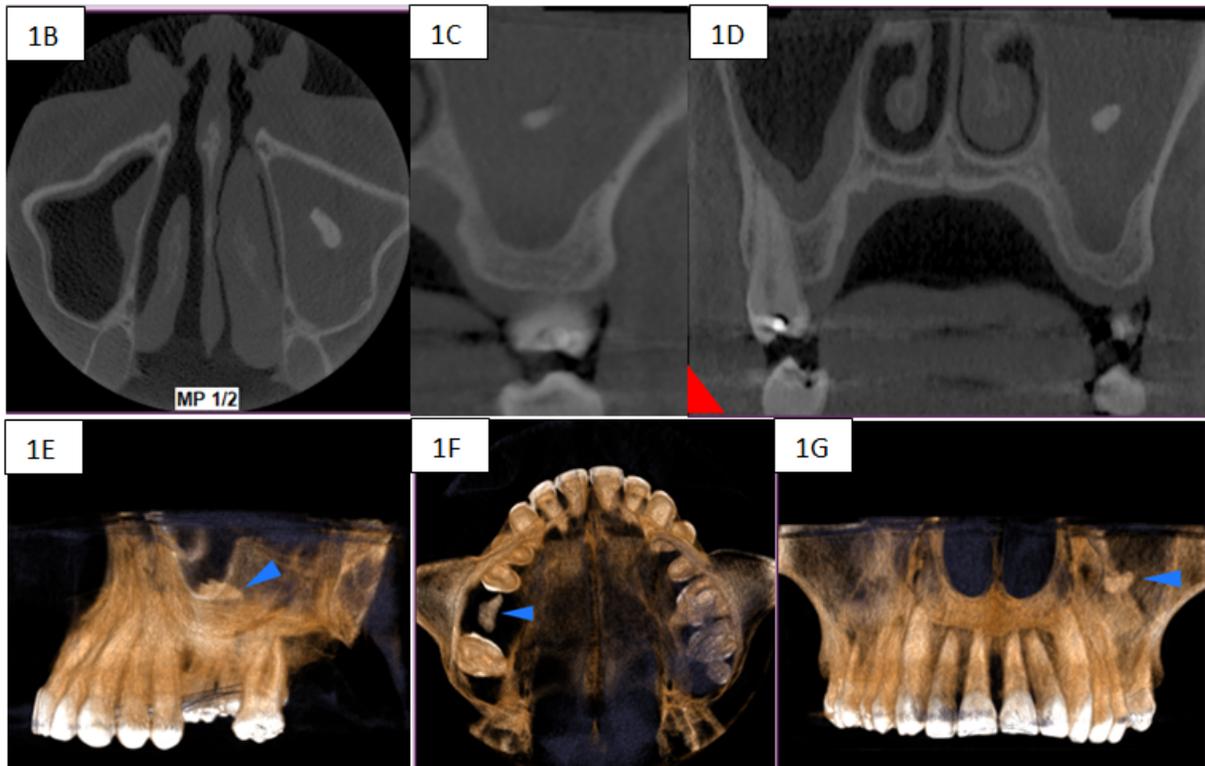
Radiografía Panorámica. 1B. Tomografía del maxilar. Corte axial. 1C. Tomografía del maxilar. Corte sagital. 1D. Tomografía del maxilar. Corte coronal. 1E. Reconstrucción 3D del maxilar. Vista lateral izquierda. 1F. Reconstrucción 3D del maxilar. Vista anteroposterior. 1G. Reconstrucción 3D del maxilar. Vista
